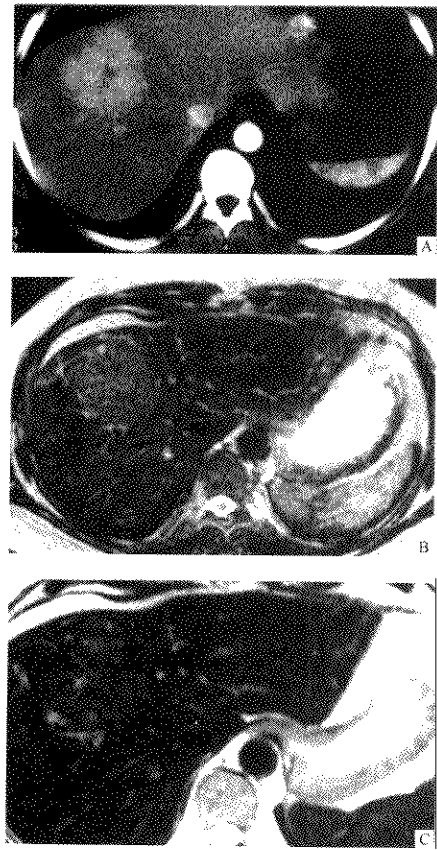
肝局灶性结节增生(FNH)(用SPIO增强)病人经超声检查发现肝内肿物
